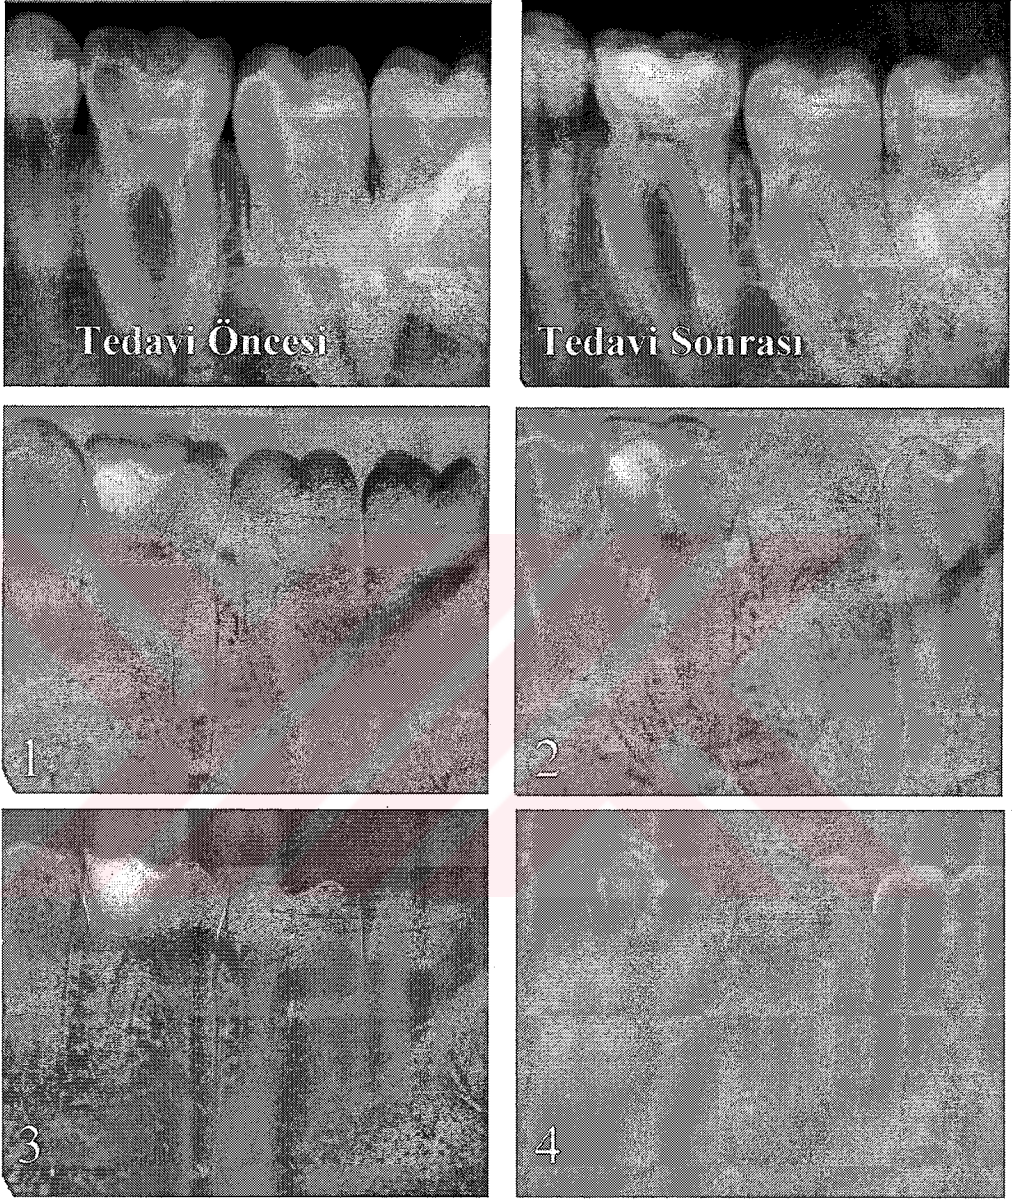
Cerrahi işlem öncesi ve sonrasında alınan röntgen filmleri ile fark görüntüleri.
